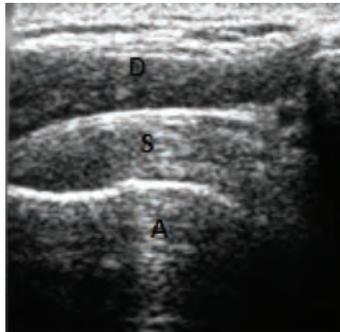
Ecografía normal. D (Deltoides), S (Supraespinoso), A (Acromion).
